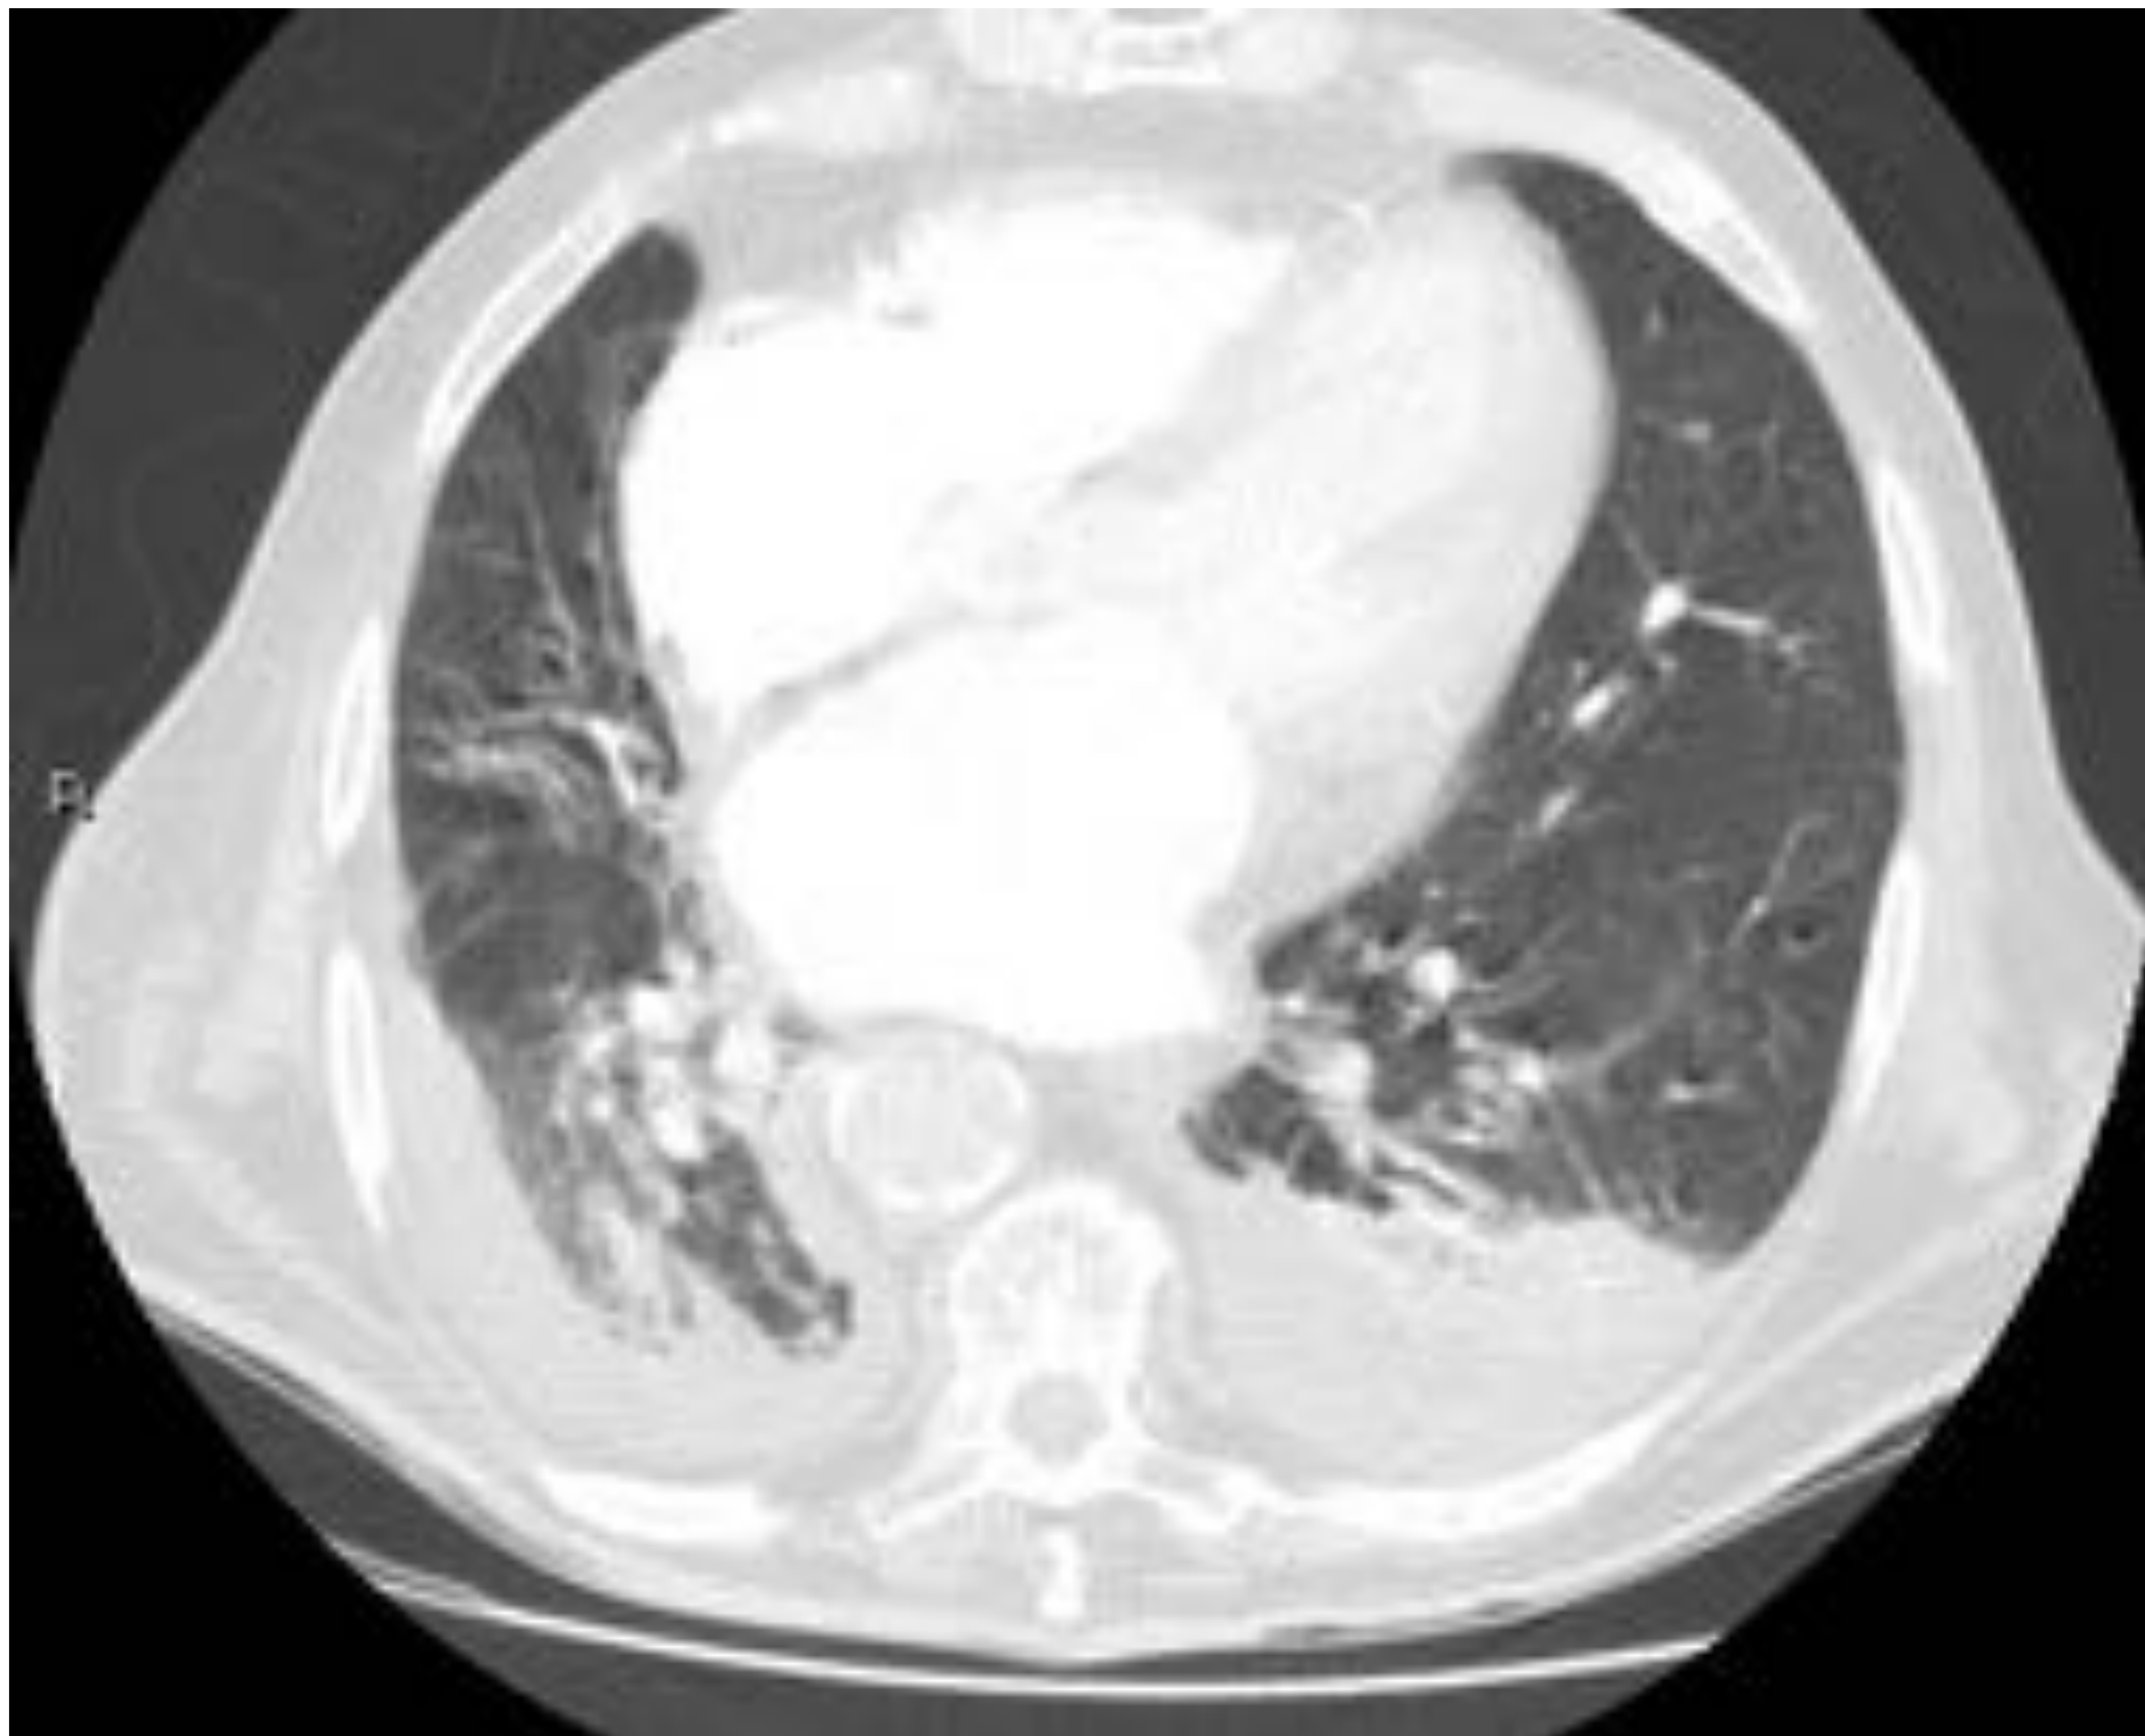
Cortes axiales de Angio-TC donde observamos derrame pleural bilateral secundario a fallo cardiaco agudo. References: Servicio de Radiodiagnóstico. Hospital Universitario Virgen Macarena, Sevilla. España.
